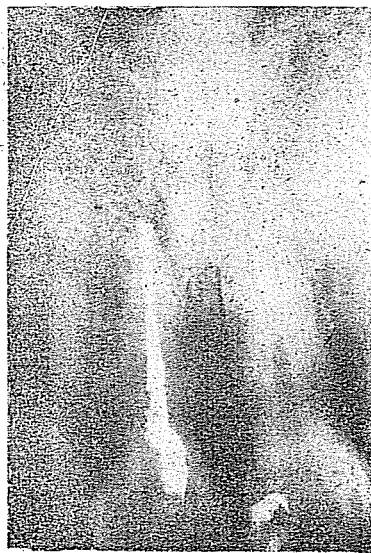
Incisivo central reimplantado en condiciones óptimas. Radiografía diez años después de efectuado el reimplante.
